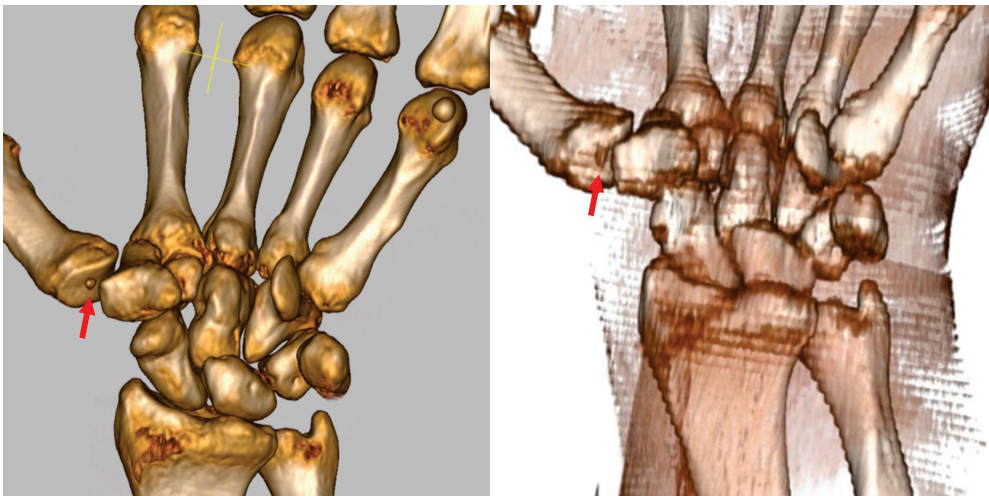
Os praetrapezium 2 farklı hastada 3D BT görünümü. Kırmızı oklar kemiği işaret etmektedir.
